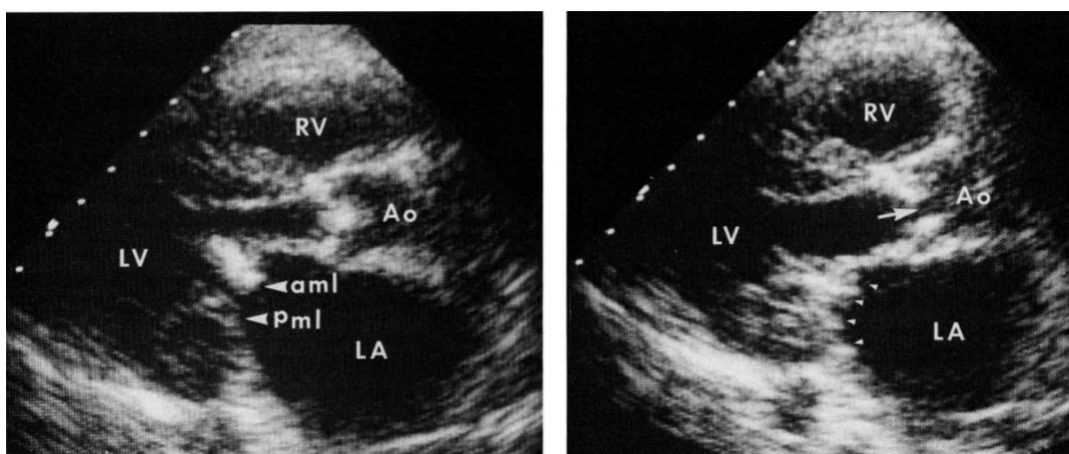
Echokardiographisches Bild in parasternal-langer Achse eines MPS VI-Patienten. Links: Verdickung des anterioren (aml) und posterioren (pml) Mitralklappenblättern mit vermindertem Öffnung. Das linke Atrium (LA) ist leicht vergrößert. Rechts: Verminderte Öffnung der verdickten Aortenklappe. (34)
